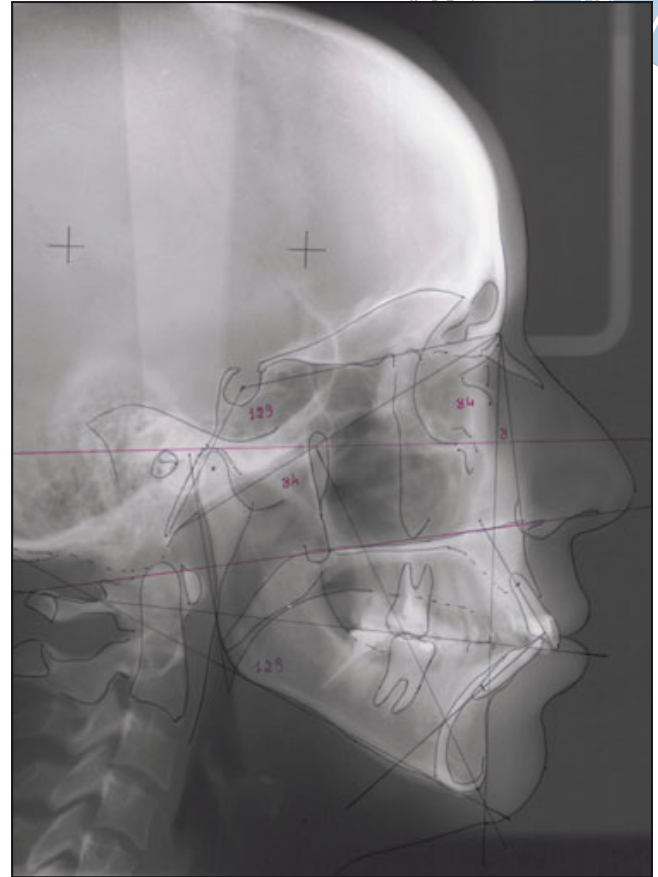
Laterale zephalometrische Röntgenaufnahme vor der Behandlung. Die Patientin wies ein Klasse-II-Muster mit kurzem Unterkiefer, einer hohen Angle-Klasse, einer maxillomandibulären dentoalveolären Protrusion und einer dentalen Kompensation des skeletalen Overjets auf.
